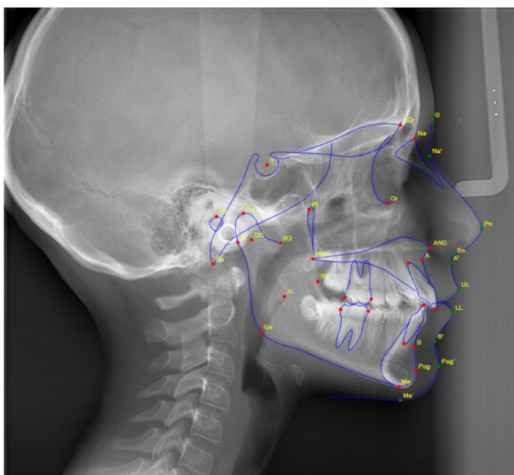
Телерентгенографія пацієнта з дистальною оклюзією до початку лікування
